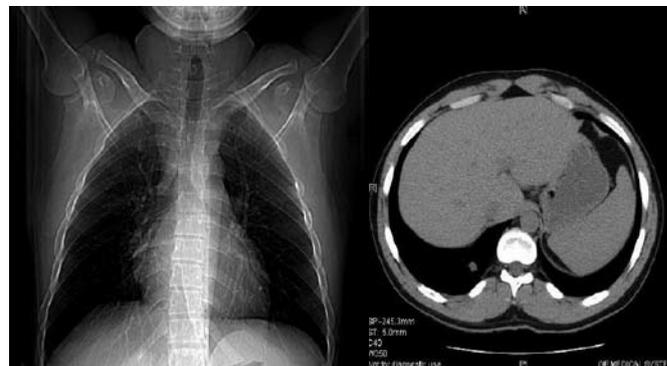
Tomografia computadorizada de tórax evidenciando nódulo pulmonar solitário no lobo inferior direito.
